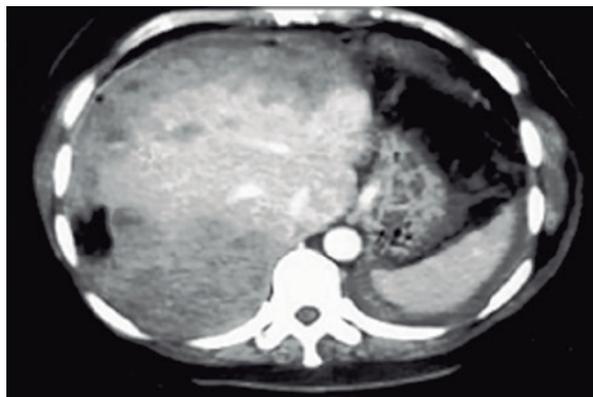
Imagen obtenida mediante la TAC. Se observa el abdomen con rotura hepática en una paciente con eclampsia.
